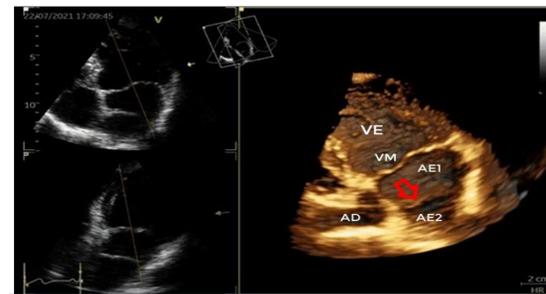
Ecocardiografia Tridimensional. Seta vermelha indica nitidamente a membrana dividindo o atrio esquerdo (AE) em duas câmaras (AE1 e AE2). VM: válvula mitral. AD: átrio direito. VE: ventrículo esquerdo.
